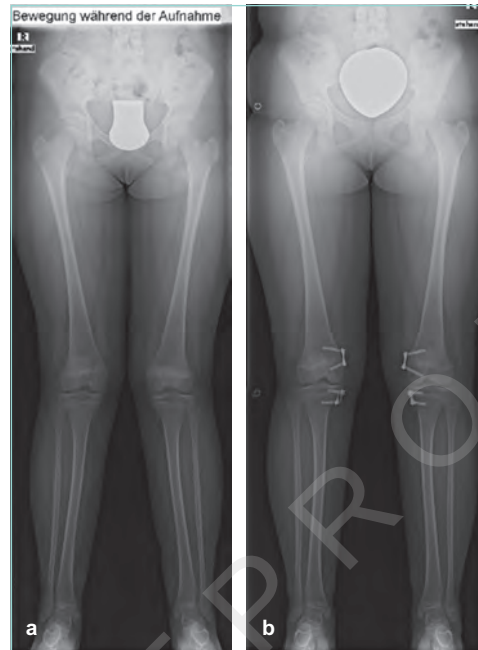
Röntgenaufnahmen a.-p. eines 11-jährigen Kindes mit Genu valgus [T1272-01]
